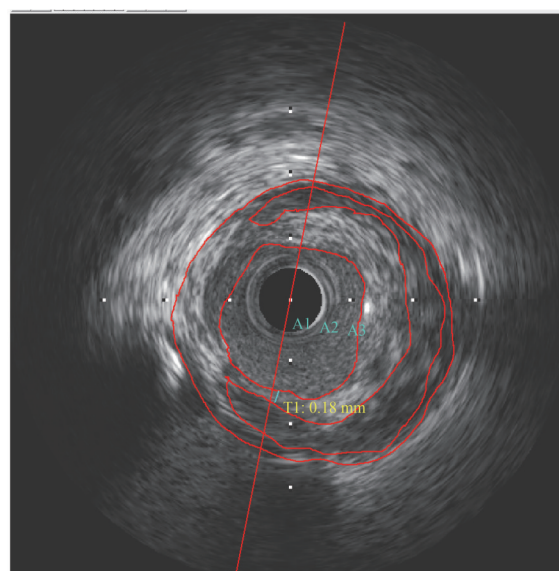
“瘀毒内蕴”型不稳定型心绞痛患者血管内超声显像
